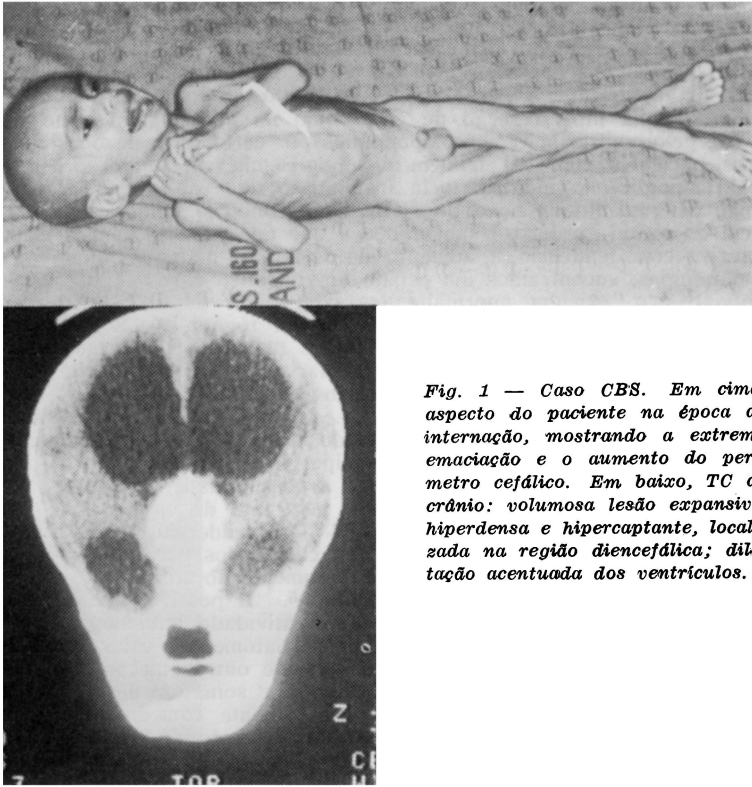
Caso CBS. Em cima, aspecto do paciente na época da internação, mostrando a extrema emaciação e o aumento do perímetro cefálico. Em baixo, TC de crânio: volumosa lesão expansiva, hiperdensa e hipercaptante, localizada na região diencefálica; dilatação acentuada dos ventrículos.
